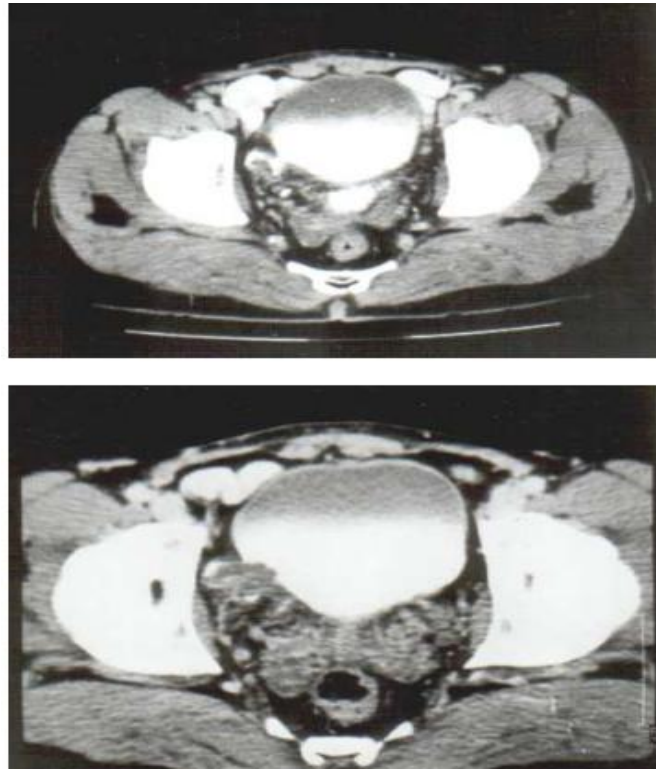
TDM : tumeur intra-diverticulaire latéro-vésicale droite avec envahissement de la graisse péri-vésicale. [49]
